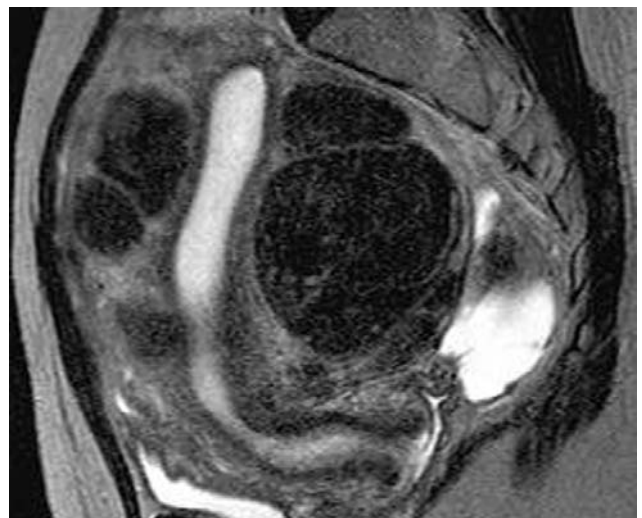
Больная С., 65 лет. МРТ T2-взвешенное изображение. Сагиттальные томограммы. Диагноз: множественная лейомиома
